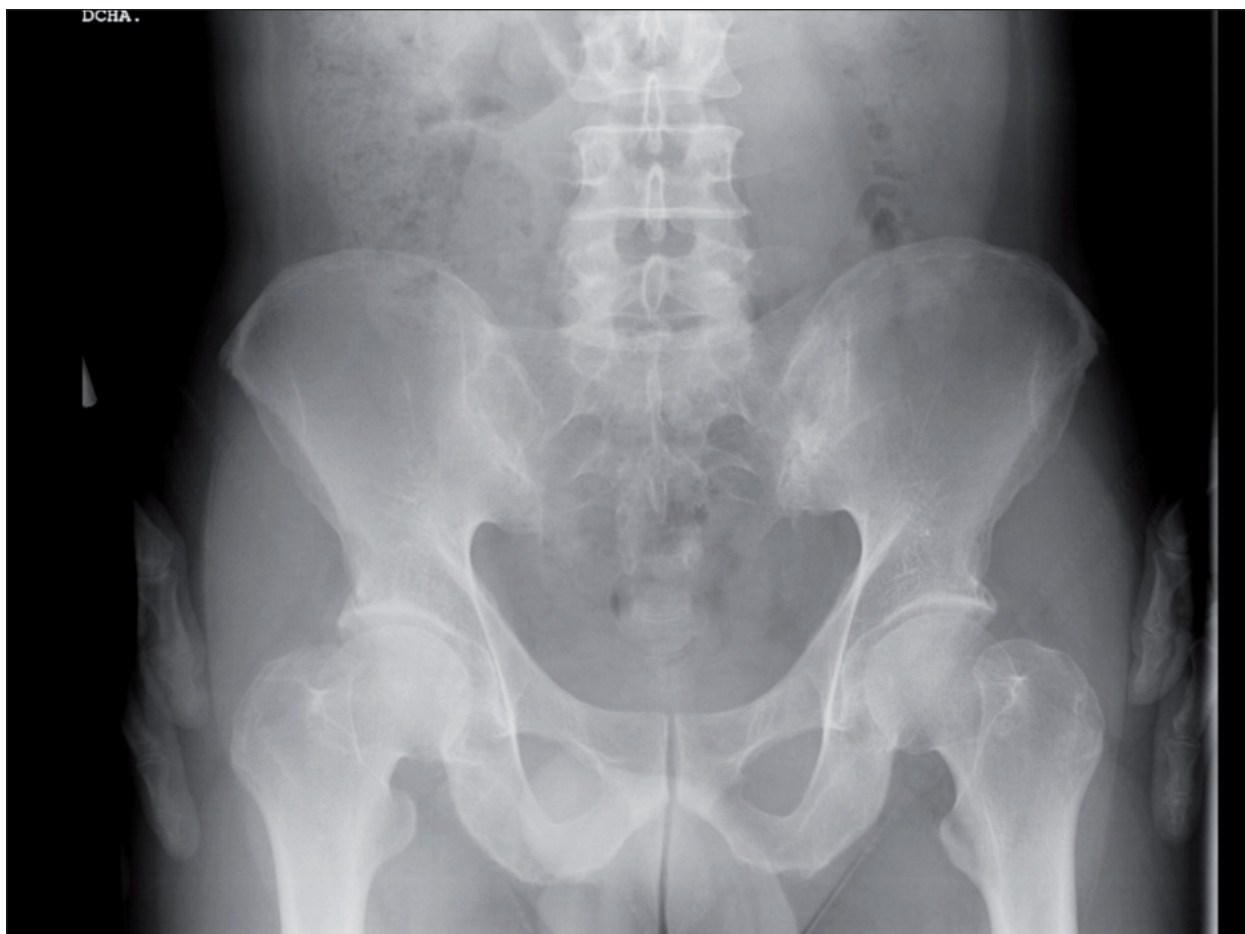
Radiografía simple AP de pelvis de paciente con EII. Observamos sacroileitis bilateral grado 4 con fusión de articulaciones sacroiliacas
